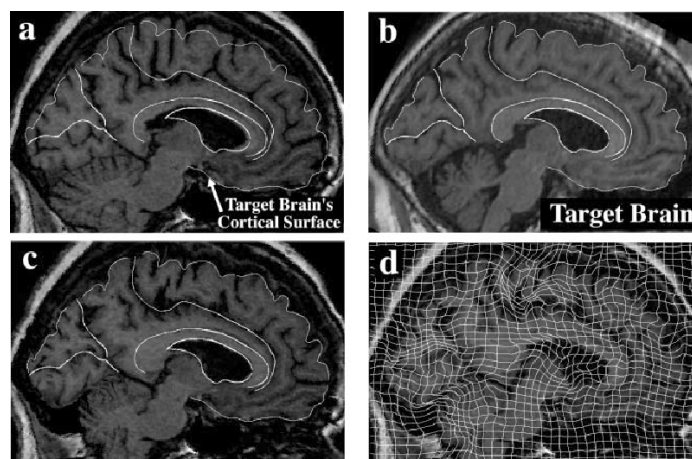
Diese Abbildung demonstriert das Verfahren von Thompson *et al.* (1997) am Beispiel eines Alzheimerpatienten. Bild (a) zeigt das MRT-Bild der verwendeten Referenz und die überlagerten Oberflächen, die zur Normalisierung verwendet wurden. Dabei wurde die Oberfläche von Kortex, Seitenventrikeln, Corpus callosum und weiterer Sulci benutzt. Das Originalbild des Alzheimer Patienten ist in (c) ersichtlich. Die Oberflächen dieses Bildes wurden nichtlinear auf die Referenz (a) transformiert. Das normalisierte Bild ist in (c) zu sehen und (d) zeigt die Wirkungen der Deformationen auf ein reguläres Gitter, das überlagert dargestellt ist.
